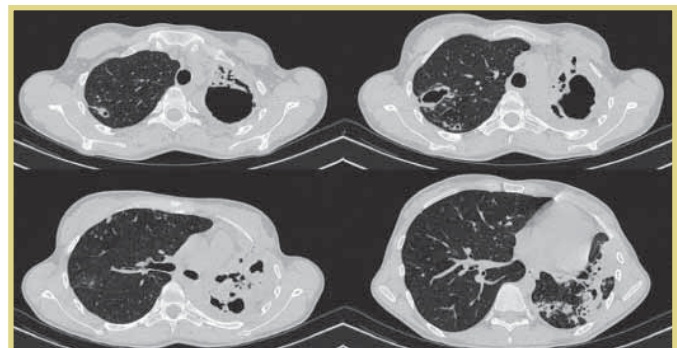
КТ ОГК перед 1-м этапом хирургического лечения
